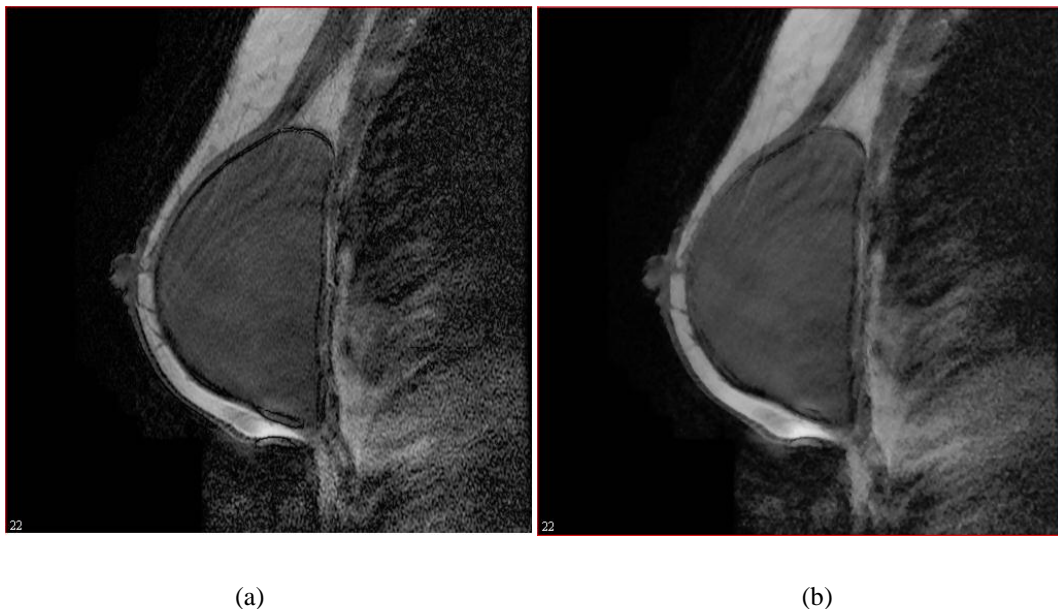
(a) Corte da imagem por RM de mama original; (b) Resultado da aplicação da operação de filtragem espacial utilizando o filtro mediana.
